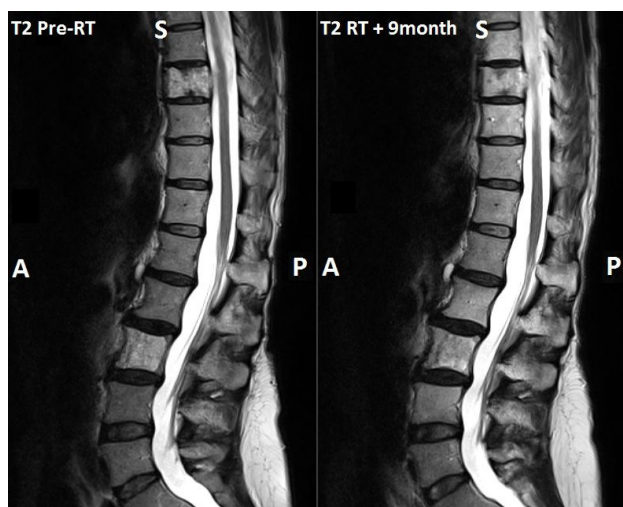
IRM pondérée T2 avant (gauche) et 9 mois après le traitement en radiothérapie (droite). Les lésions sont légèrement hyperintenses et correspondent à un angiome actif contenant peu de graisse. L'aspect radiologique d'un angiome classique est clairement visible : lésion lytique à stries verticales (connue sous le nom de «polka-dotted») correspondant à un épaississement de l'os trabéculaire. Notons l'extension extracorporelle de l'hémangiome D9 dans l'espace épidual.
